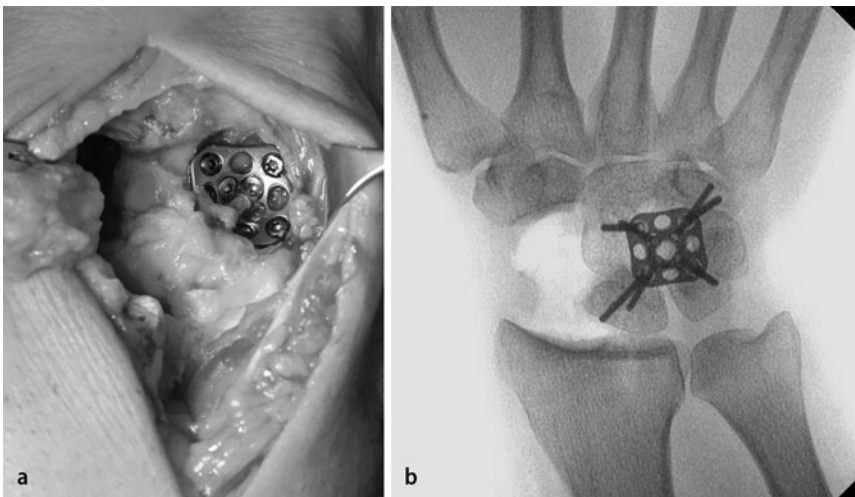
▲ Zirkuläre Platte mit 2 Ringen (Medartis Basel), a intraoperative Lage, b postoperativer Röntgenbefund
